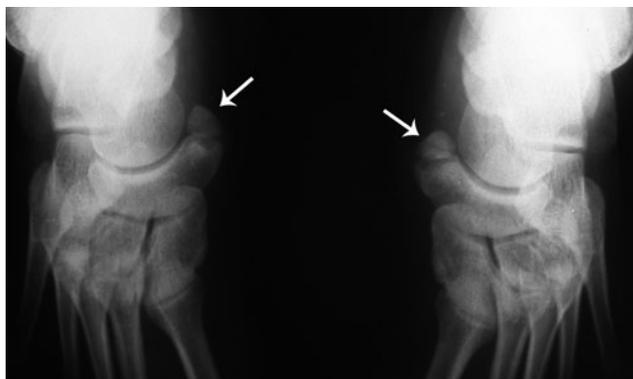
Рентгенограмма стопы: двусторонние добавочные кости, расположенные кнутри от ладьевидных костей (стрелки).
